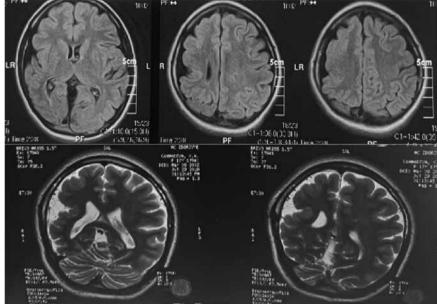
МРТ головного мозга пациентки К. Гипоплазия правого полушария с нарушением архитектоники коры и наличием микрогирии, обширная ФКД правой лобно-височной доли
